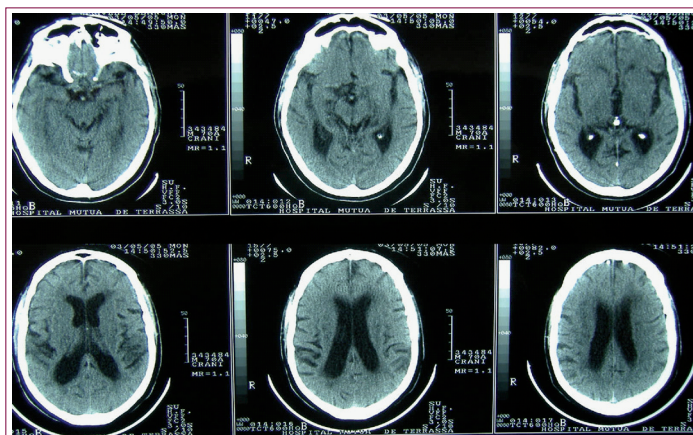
TAC cerebral basal del paciente en el que se aprecian signos de leucoencefalopatía vascular moderada, así como pequeñas lesiones isquémicas en corona radiata derecha.
